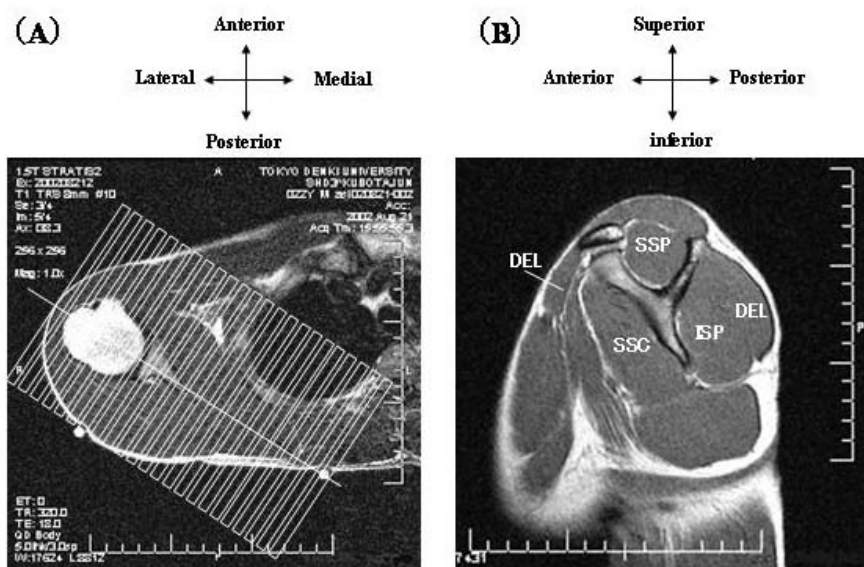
MRI スキャンの水平断面 (A) と斜位矢状面 (B)
